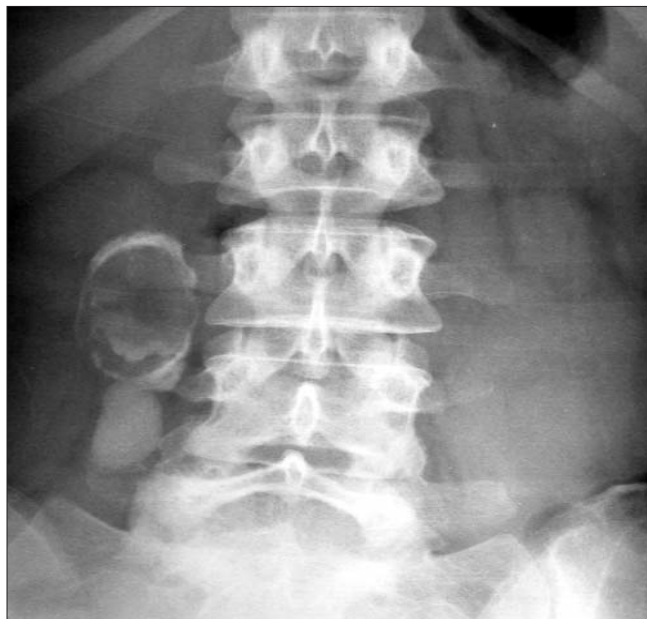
Veziculă de porțelan. Radiografie abdominală simplă
